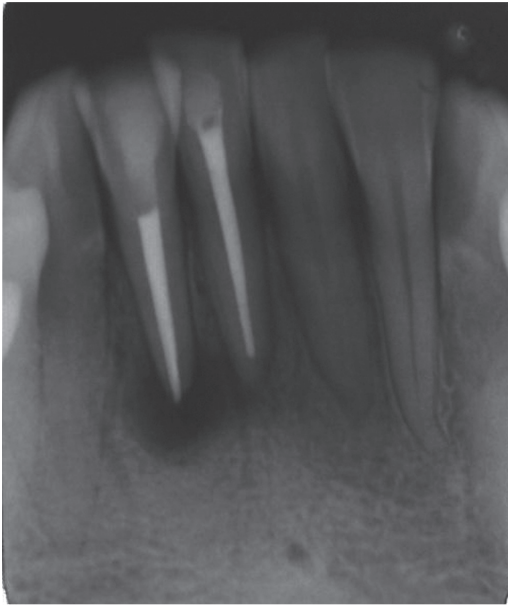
Imagem radiográfica periapical de controle pós-operatório
